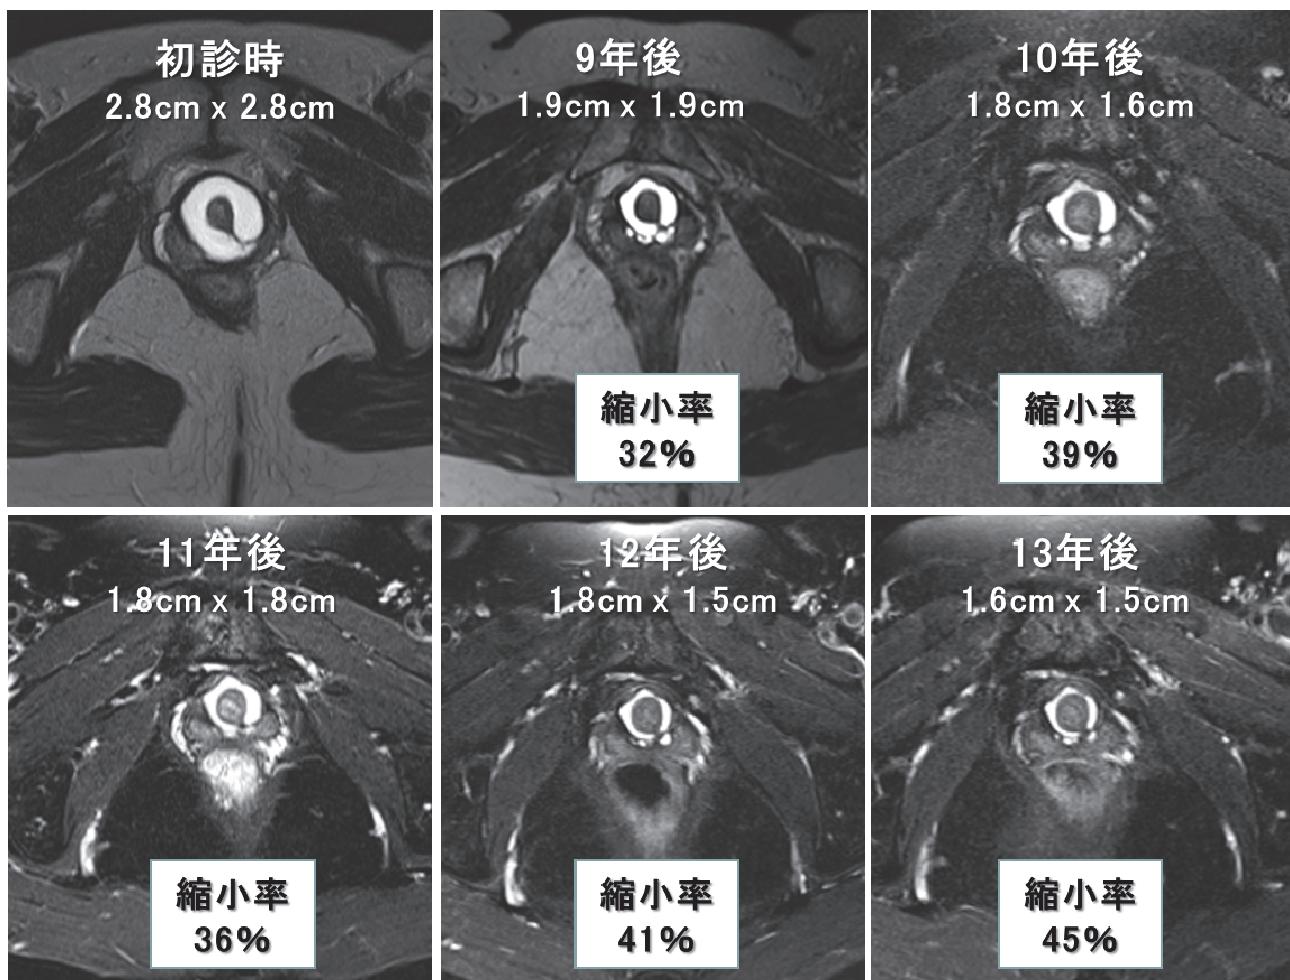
初診時と9年後～13年後のMRI T2強調像
